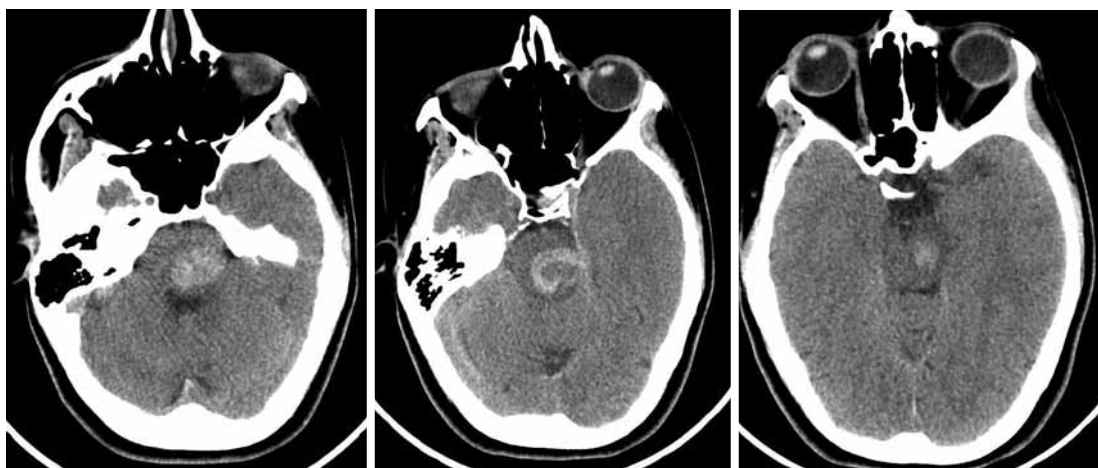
Компьютерные томограммы головного мозга пациентки Л. в стационаре первичной госпитализации.
